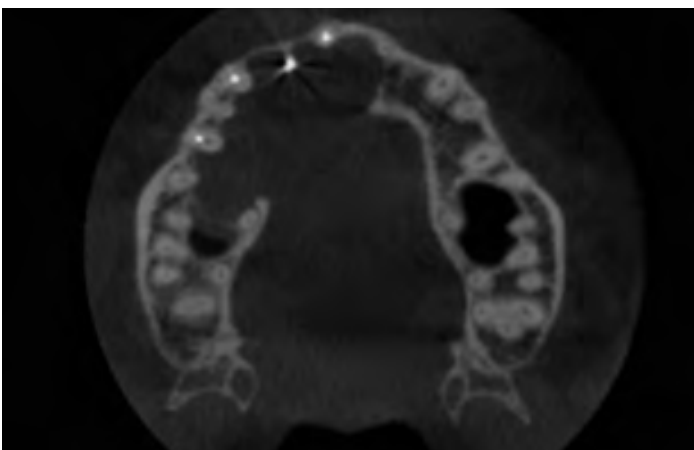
Corte axial de CBCT inicial.
